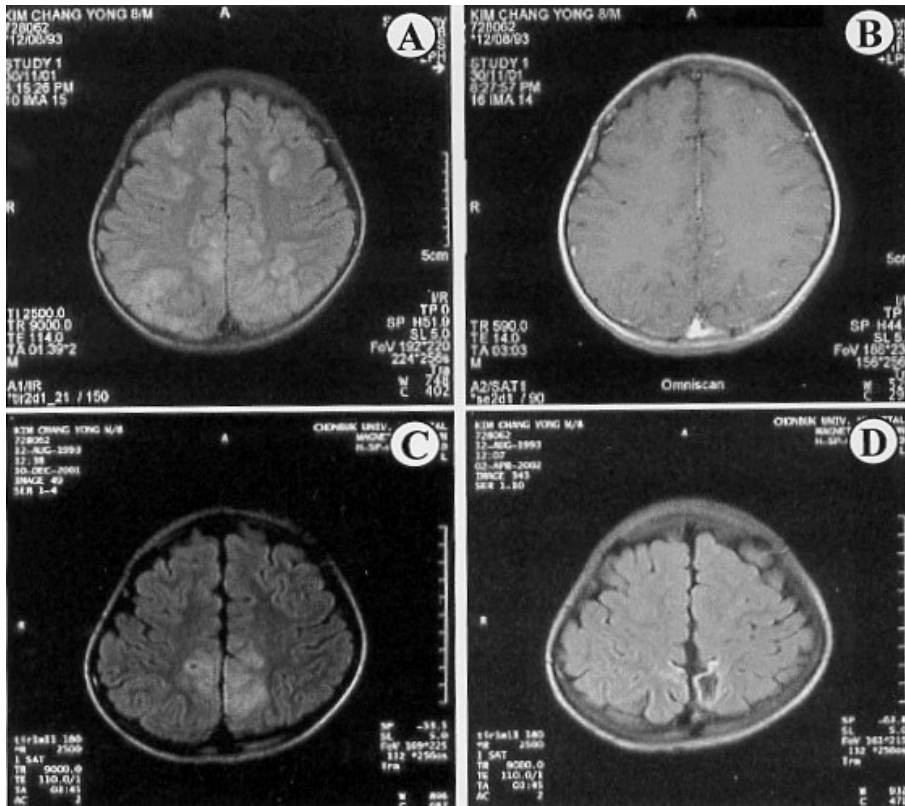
(A) Axial fluid attenuated inversion recovery (FLAIR, TR 9,000 ms, TE 114 ms, TI 2,500 ms) image reveals high signal intensities at the frontal, superior parietal and occipital cortex bilaterally. (B) Patchy multifocal enhancements are seen on gadolinium-enhanced T1-weighted image. (C) Follow-up axial FLAIR image 10 days after plasmapheresis reveals resolving high signal intensities at the both frontal and occipital cortex. The both superior parietal lesions are still remained. (D) Four month later, follow-up axial FLAIR image reveal low signal intensities at the superior parietal area suggesting gliosis.
